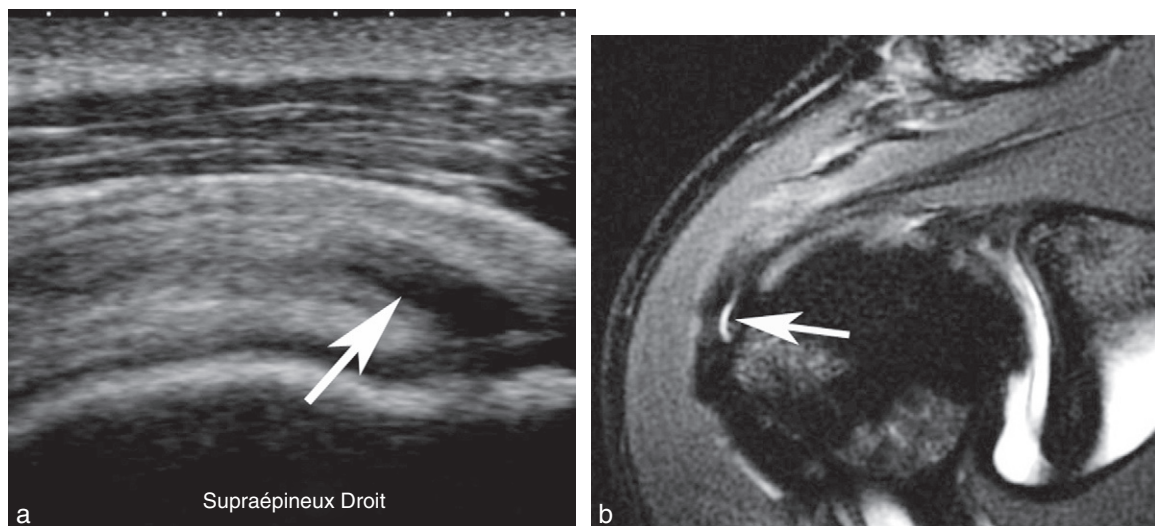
Rupture interstitielle chez un homme de 40 ans. a, b. Échographie et arthro-IRM en pondération T2 montrant une rupture interstitielle (flèche) au contact de l'enthèse du supraépineux.
